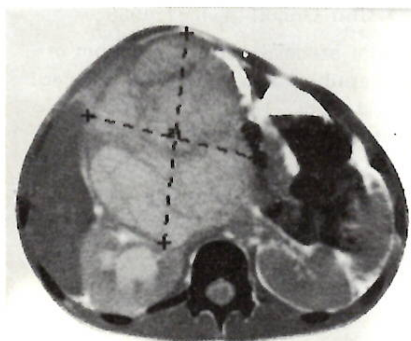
particolare TAC; descrizione nel testo
